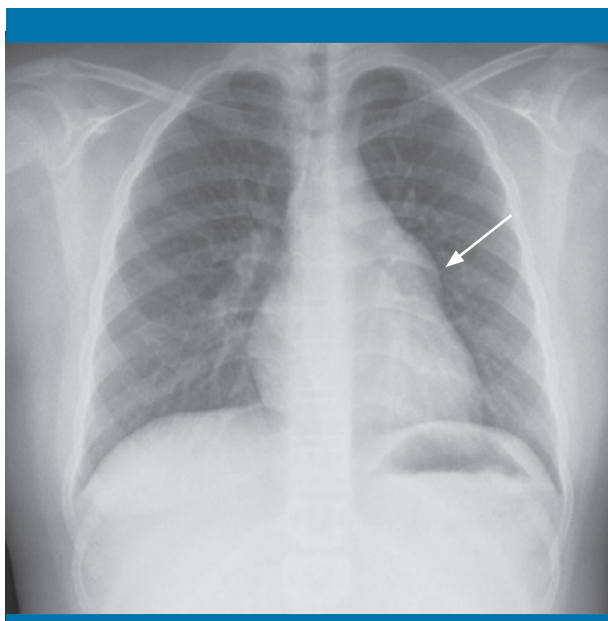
Radiografía posteroanterior de tórax, en la que se aprecia una lobulación focal del contorno cardíaco izquierdo por debajo de la arteria pulmonar, de bordes nítidos y ángulos obtusos, que sugiere una lesión mediastínica
